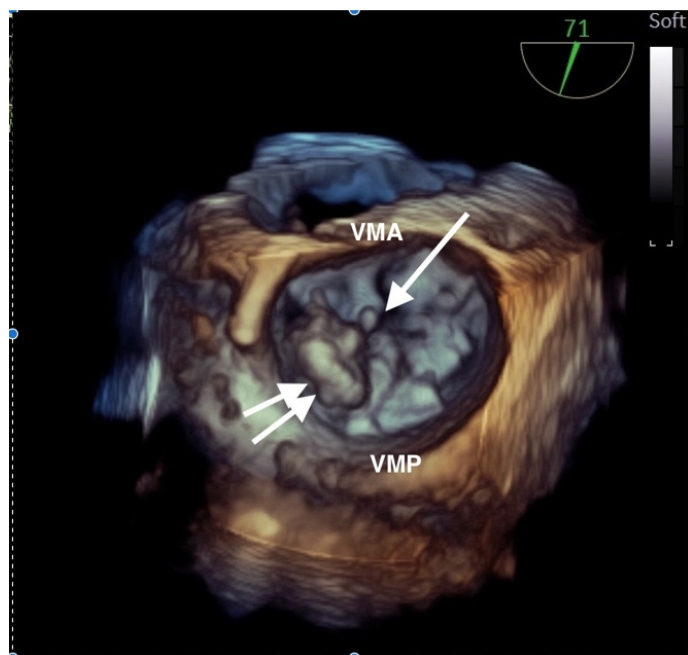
ETE, 3D, la un pacient cu RM, vedere din atriumul stâng: se observă prolaps al segmentului posteromedial (P3) al valvei mitrale posterioare (2 săgeți) și un cordaj rupt ce ține de acest segment (1 săgeată). VMA – valvă mitrală anterioară, VMP – valvă mitrală posterioară.
